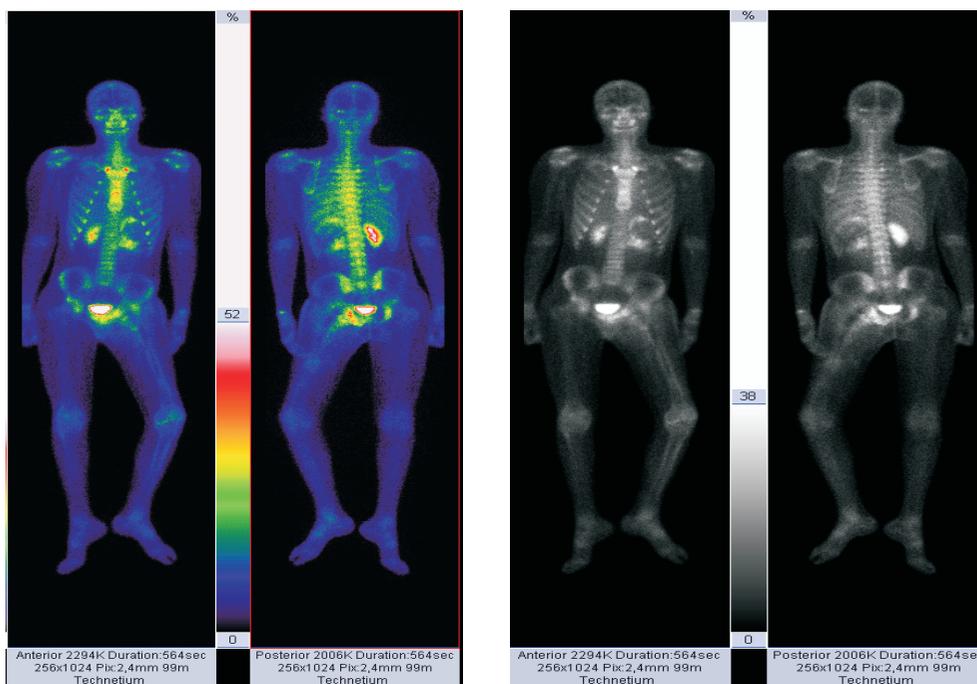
Сцинтиграммы (левая почка увеличена и представлена в виде очага гипофиксации РФП с зоной гиперфиксации по периферии)
